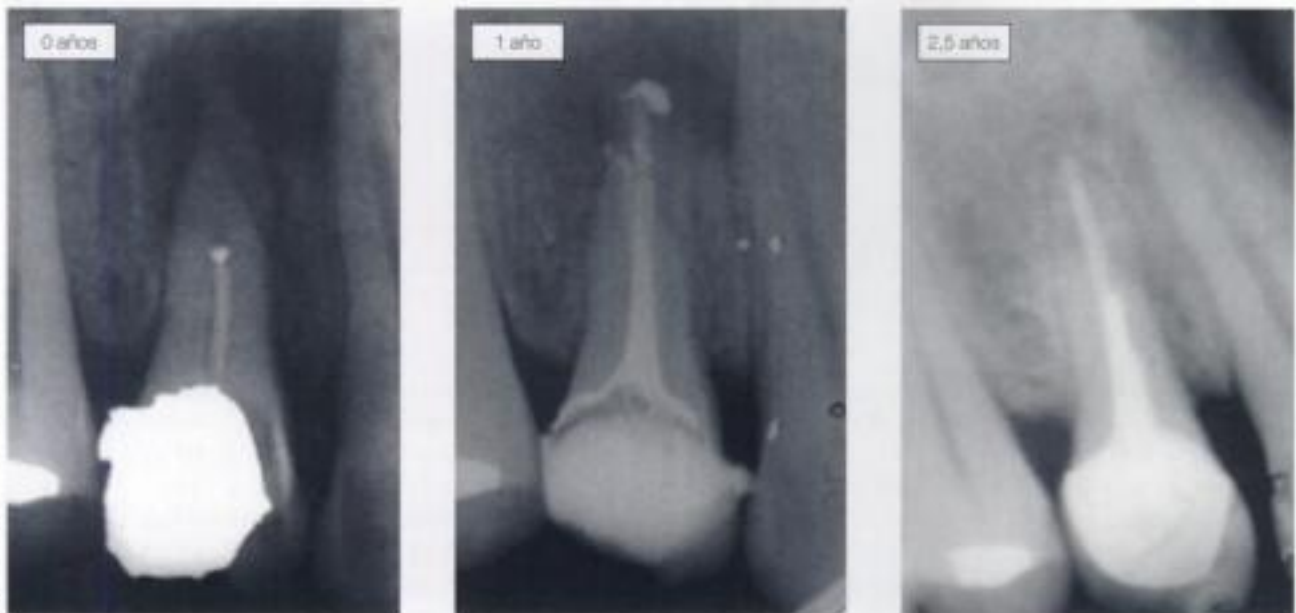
Fracaso reiterado del tratamiento endodóncico. Lesión periodontal inicial, evolución al año tras segunda reendodoncia y recuperación a los 2,5 años después de la cirugía periapical.
